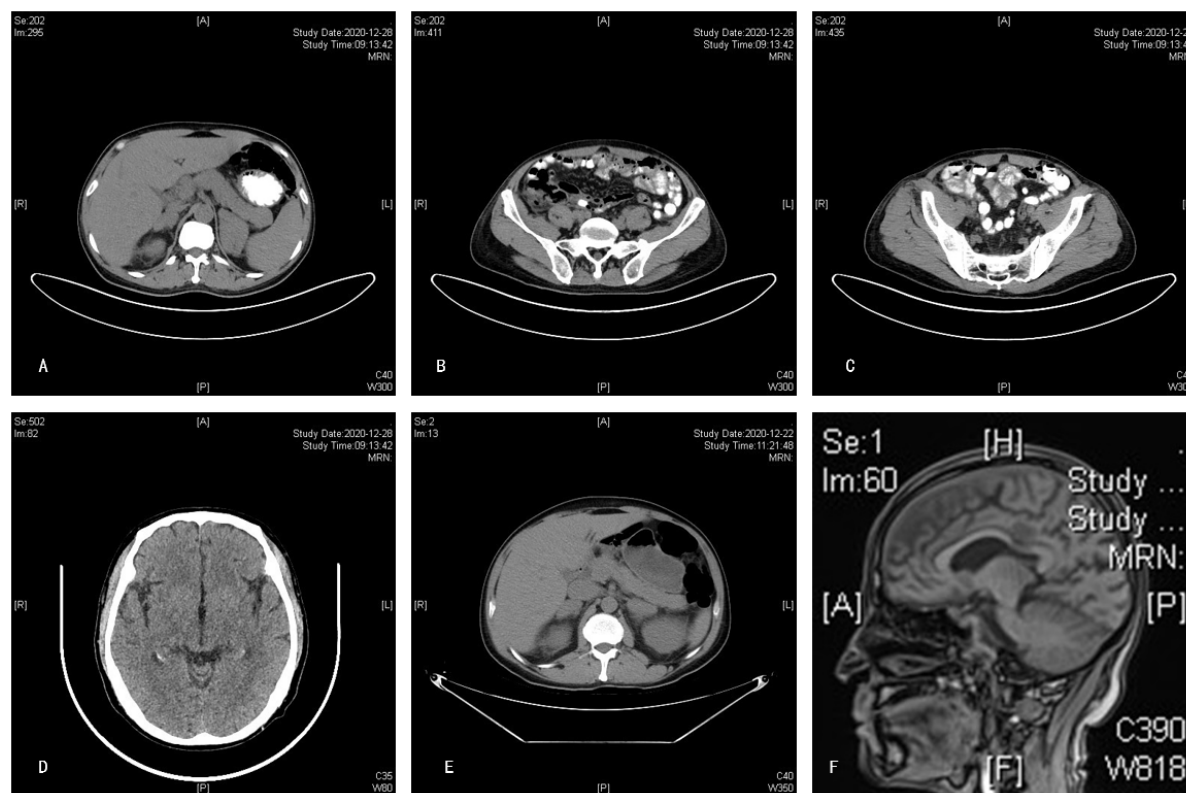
(A)、(B)、(C)、(D) PET-CT showed increased metabolism of corpus callosum, bilateral adrenal glands and multiple enlarged lymph nodes; (E) Abdominal CT showed bilateral adrenal thickening; (F) Pituitary enhanced MR showed abnormal signals in corpus callosum
